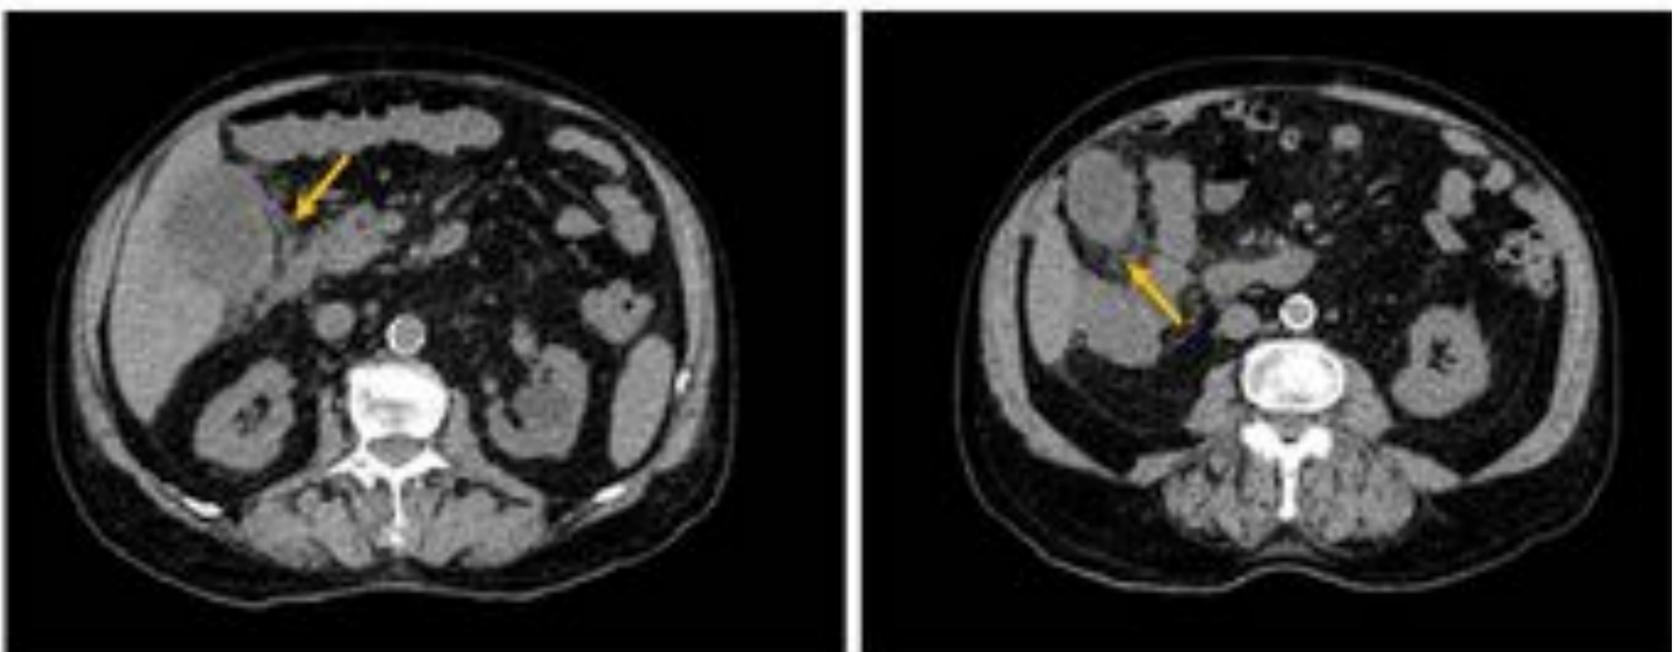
Cortes axiales de TC abdominal sin contraste: cambios inflamatorios de la grasa adyacente a la vesícula biliar (flechas amarillas) compatibles con colecistitis aguda.
